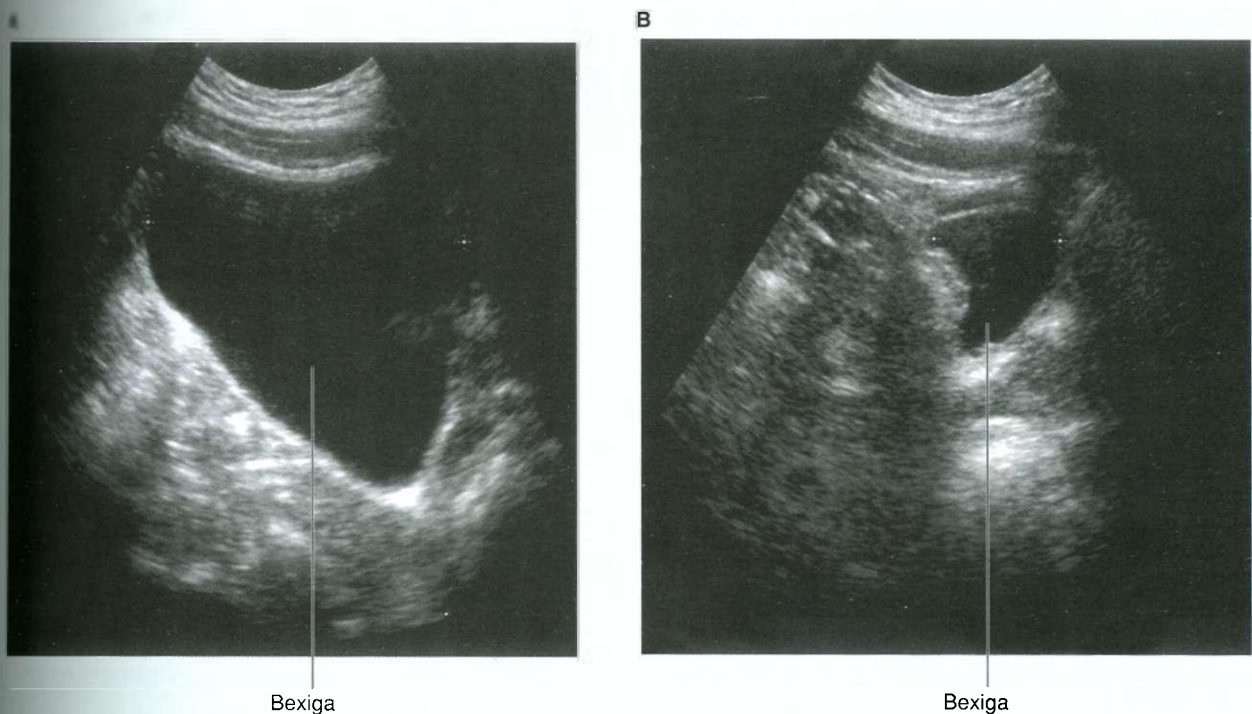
Ultra-sonografia demonstrando a bexiga. A. Bexiga cheia. B. Bexiga pós-micção.
